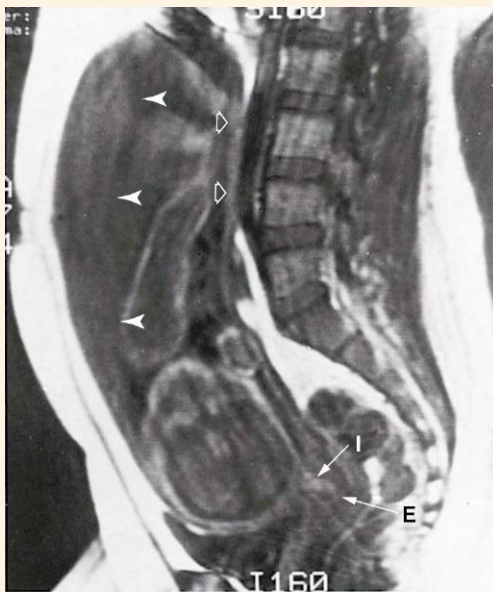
Imagen de resonancia magnética de un feto normal en el tercer trimestre, en el interior del útero. La cabeza fetal está cerca de la punta de la flecha en I (orificio cervical interno). Las puntas de flecha sólidas indican la placenta; las puntas de flecha vacías indican la pared uterina. E, orificio cervical externo. (De Friedman AC y cols.: Clinical pelvic imaging, St. Louis, 1990, Mosby.)
